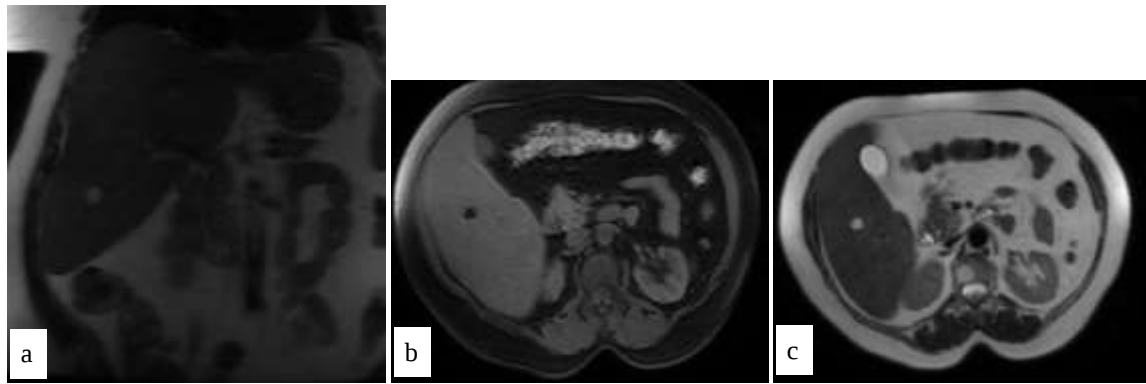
IRM hépatique en séquences T1 coronale (a), T1 axiale FAT SAT (b) et T2 axiale (c). Lésion focale du segment V en hyper signal T1 et T2 s'effaçant après la saturation du signal de la graisse en T1 FAT SAT témoignant de sa nature grasseuse.
